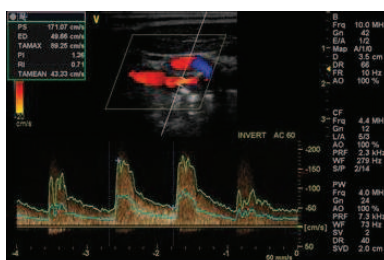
Carotid bifurcation: B-mode real-time imaging and PW Doppler
